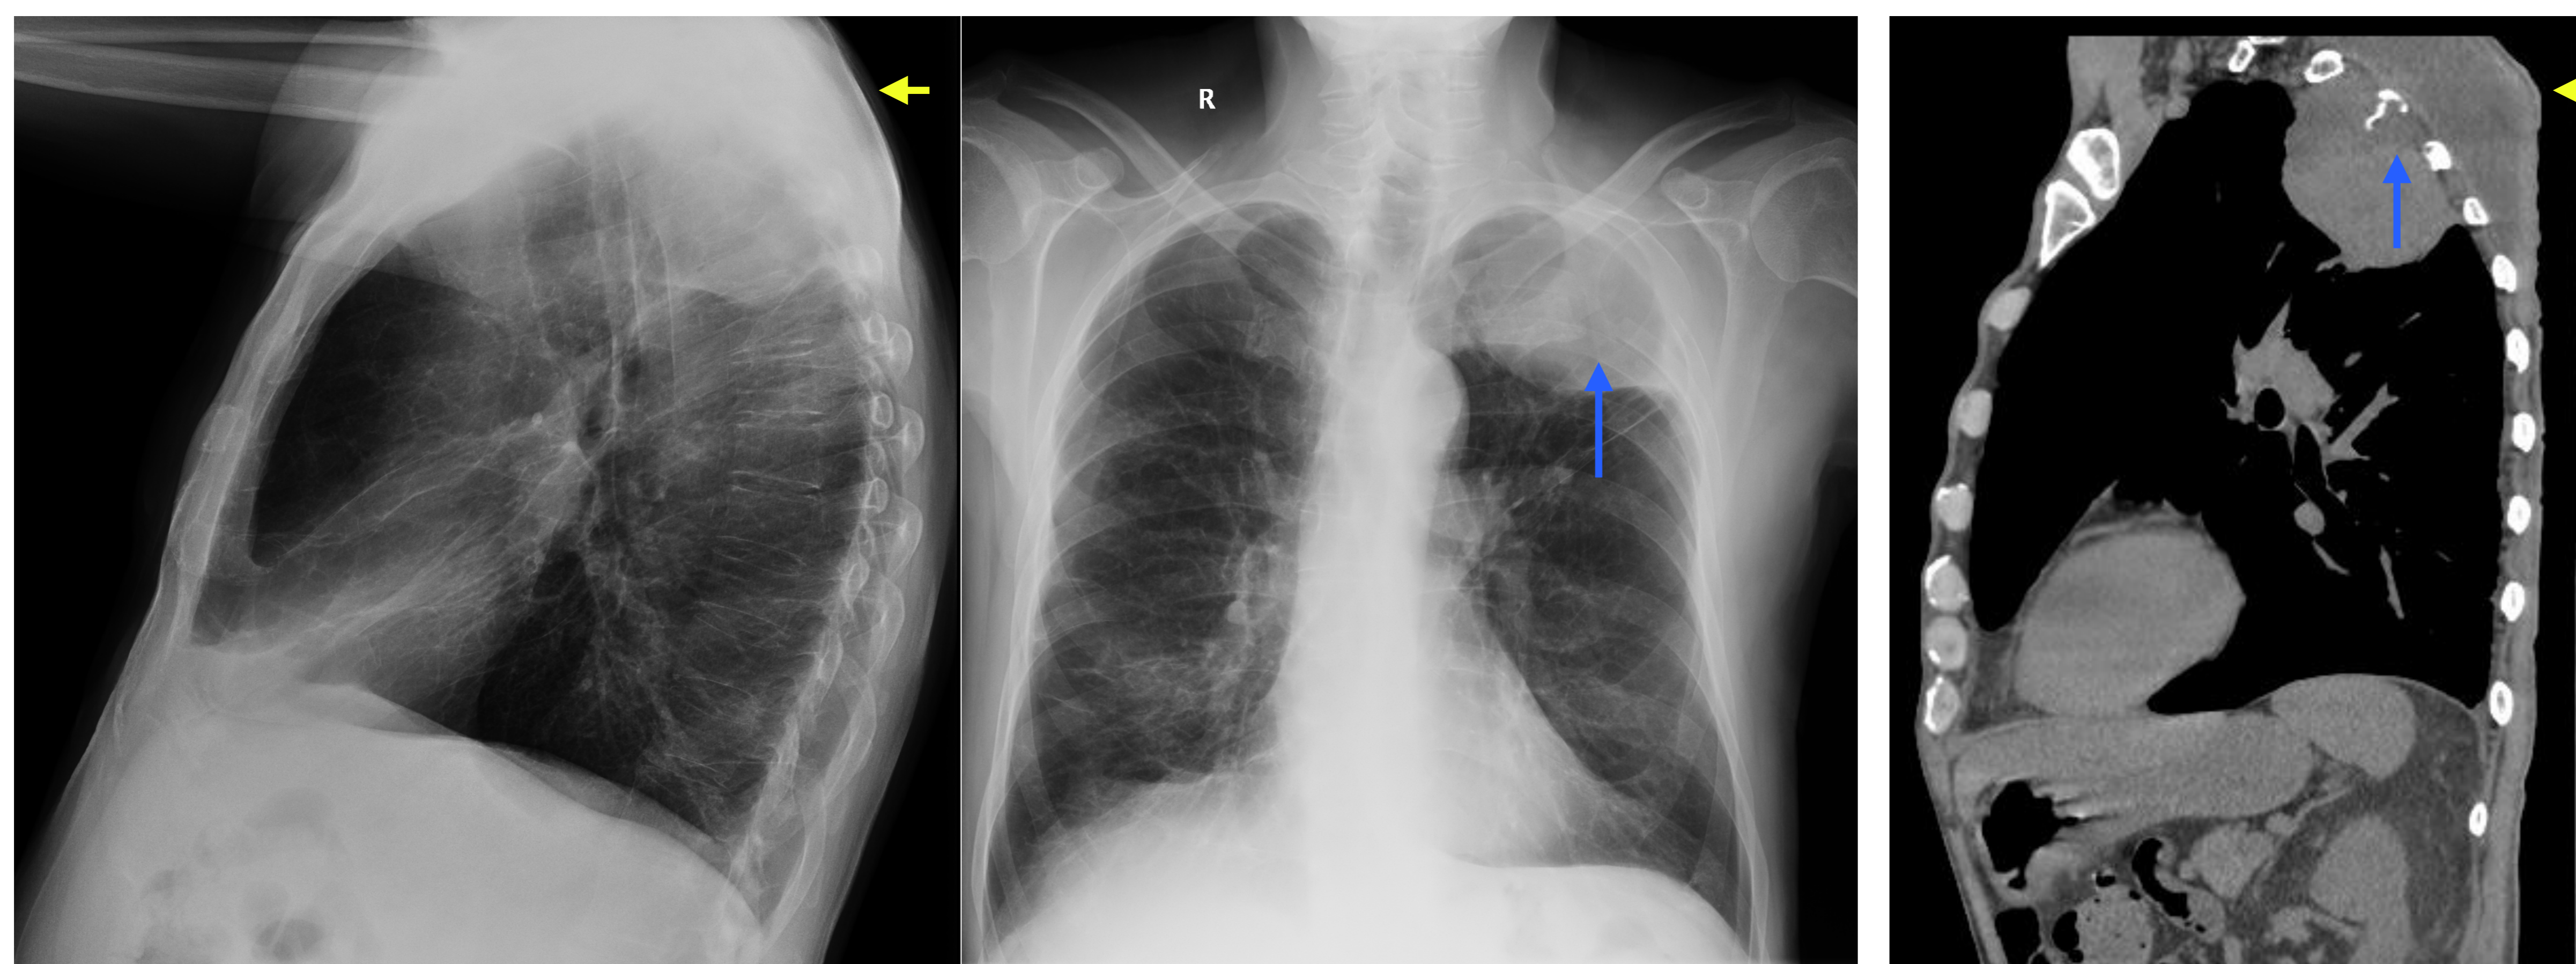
Masa pulmonar apical izquierda, que asocia infiltración de la pared torácica adyacente, con aumento de partes blandas (flechas amarillas), en la proyección PA y en TC se confirma infiltración de los arcos costales (flechas azules).
